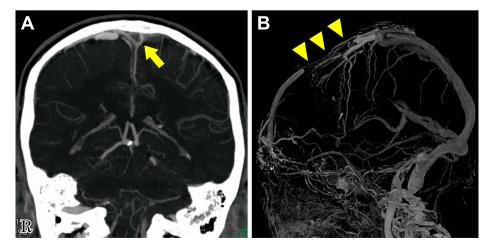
Enhanced brain CT on admission.
